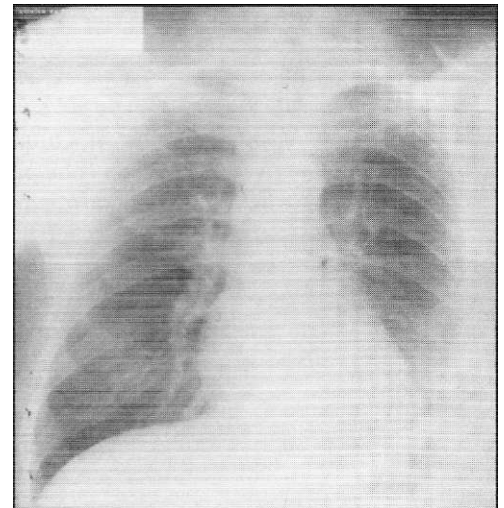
Radiografía de tórax en el caso 2, en julio de 1988. Se nota resolución de empiema con engrsamamiento pleural residual mínimo en el lado izquierdo.
